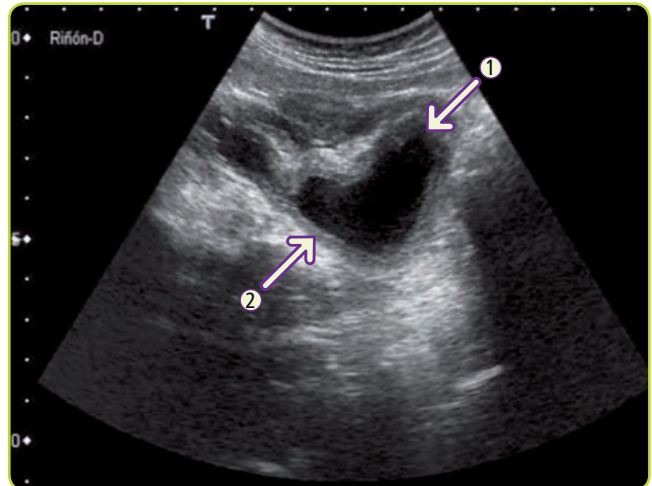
Pielonefritis. Ecografía en la que se observa hidronefrosis (flecha 1) y aumento del grosor de la pared de la vía urinaria (flecha 2).
